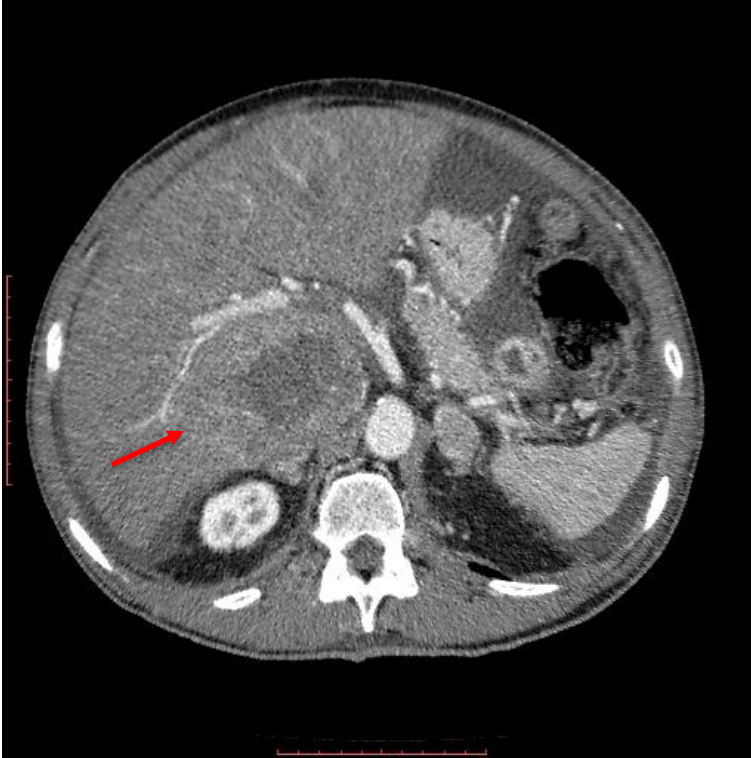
Axial contrast-enhanced CT of the abdomen, showing a close relationship between the lesion and the caudate lobe
